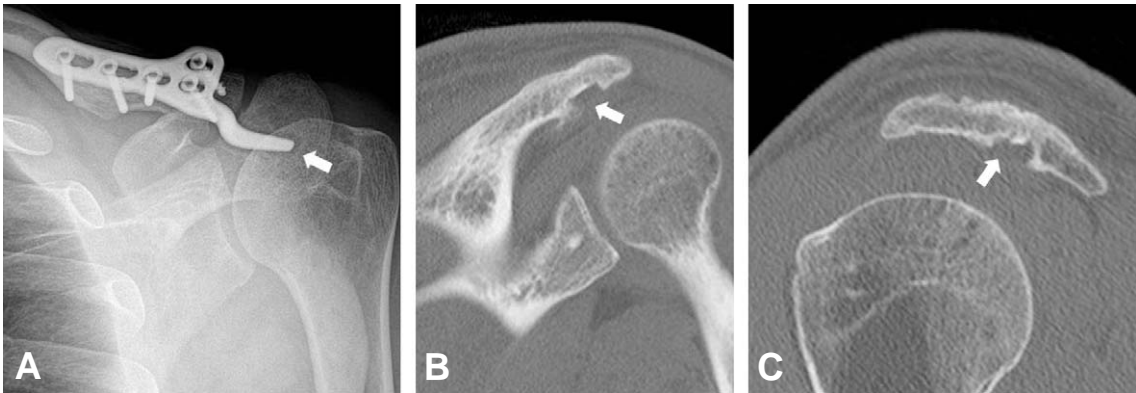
Complications of AO hook plate. (A) Imaging study was obtained in a 39-year-old male who had been treated by AO hook plate. A osteolysis of the hook was observed at a postoperative 9 months. (B, C) The computed tomography images show subacromial erosion of hook ending.
